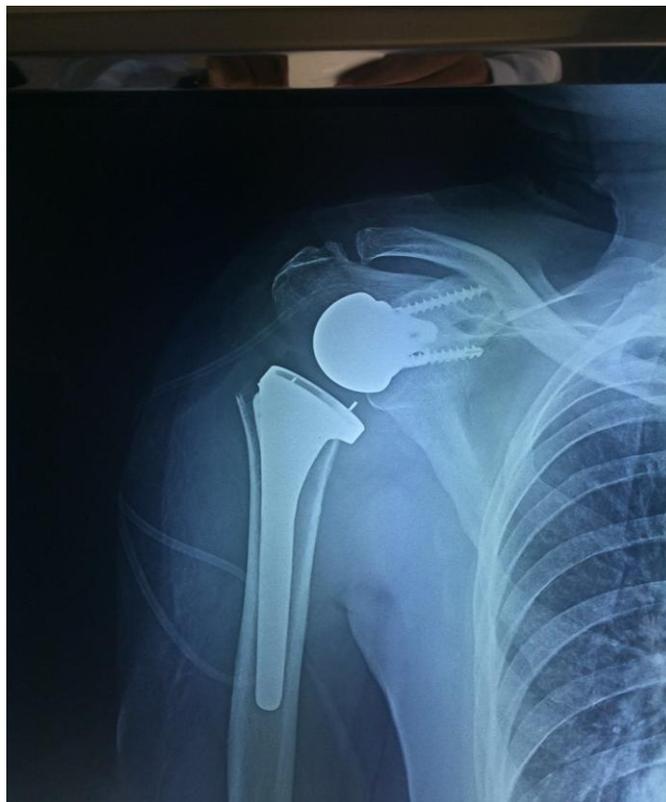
Radiographie de l'épaule gauche de face après la mise en place d'une prothèse inversée.
